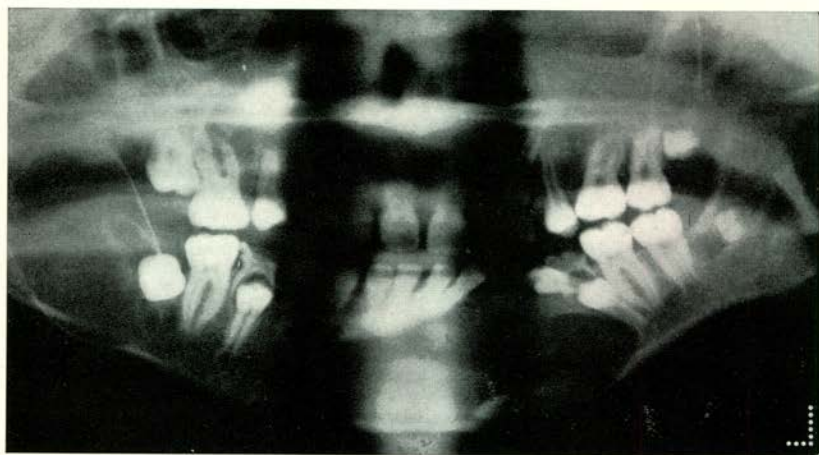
Op deze röntgenfoto zijn de contouren van de kaakhoek geheel verdwenen. De destructie van het corpus mandibulae is duidelijk.
